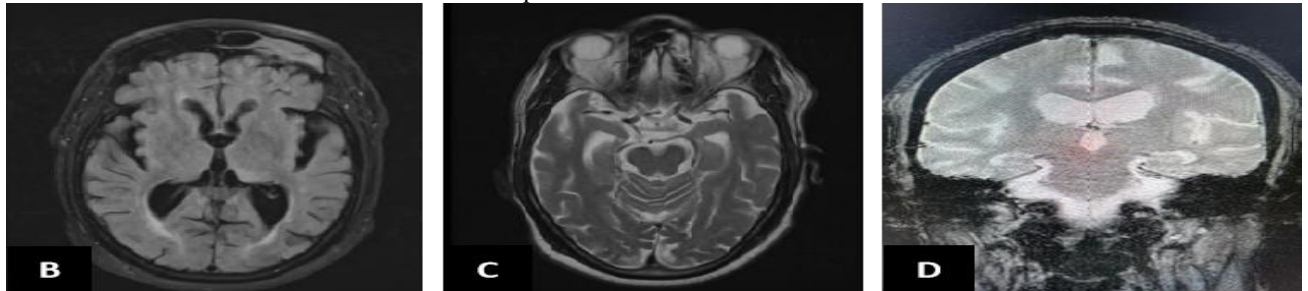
Image axiale de récupération d'inversion atténuée par les fluides (FLAIR) montrant des hypersignaux vasculaires périventriculaires, Leucoaériorose (B); Image axiale et coronale en pondération T2/T2* montrant un hypersignal hippocampique (C, D)
